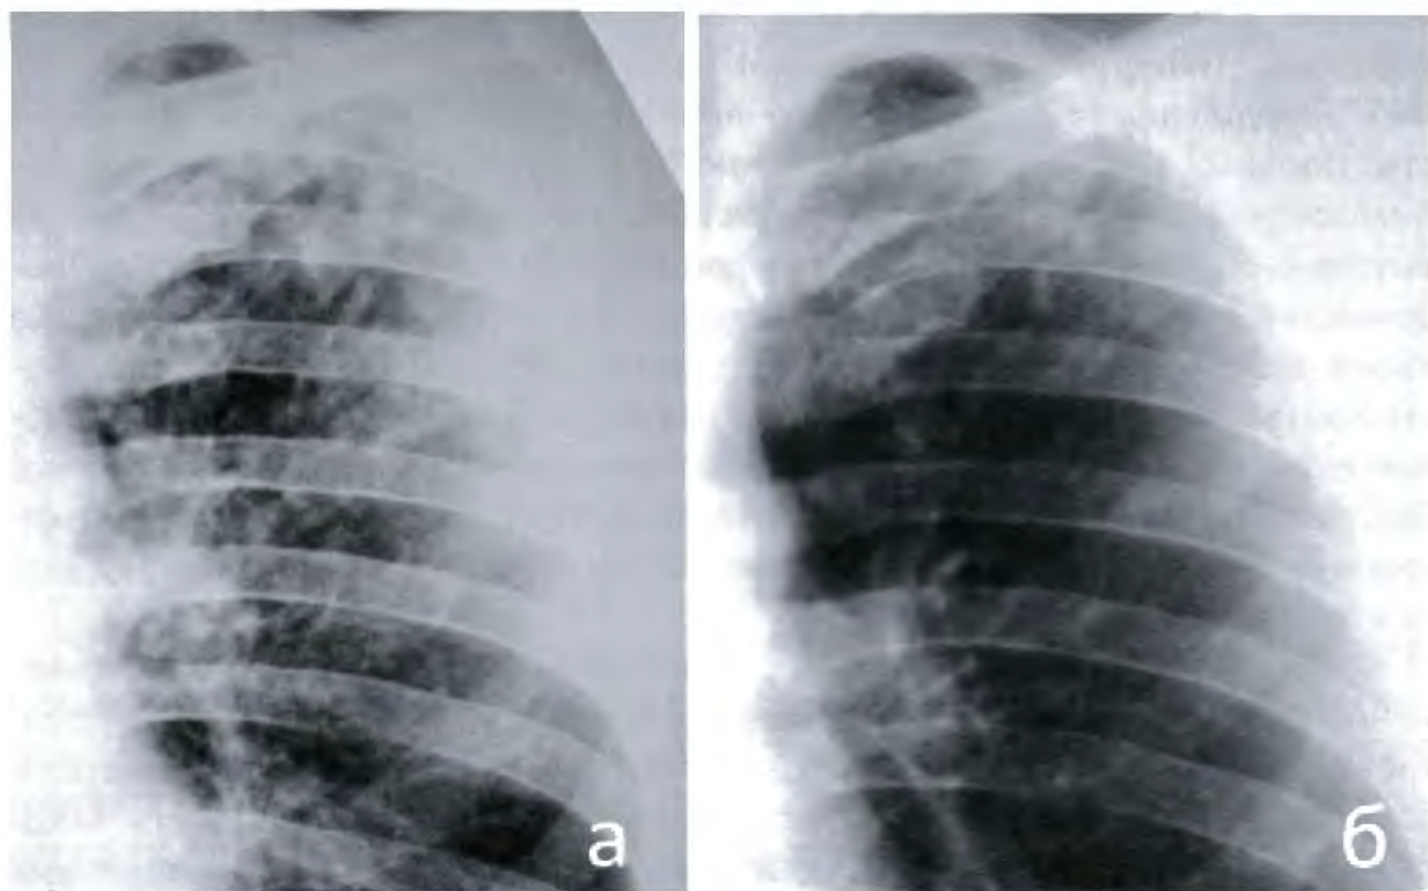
а, б. Инфильтративный туберкулез S1-2 левого лёгкого в фазе распада до лечения (а). Рентгенограмма того же больного через 7 мес. лечения. Фаза рассасывания и уплотнения инфильтративного процесса. Рубцевание полости распада, формирование плотных очагов (б).
